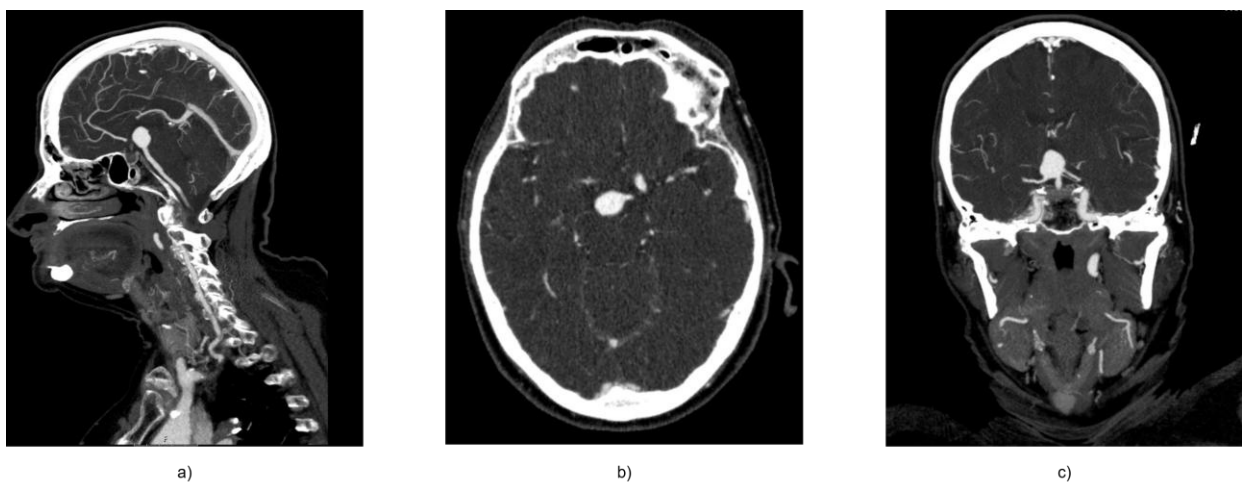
CT-graphische Darstellung eines Basilariskopfaneurysmas a) CTA sagittal b) CTA axial c) CTA coronar
